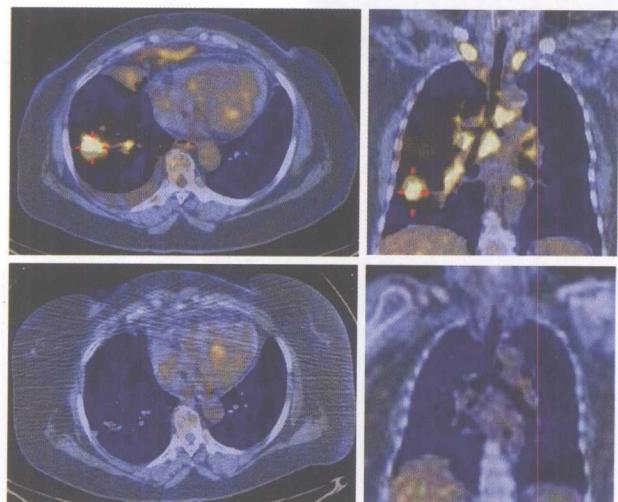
女性, 74岁, 右肺下叶腺癌。 ^{18}F -FDG PET/CT示右肺下叶癌并肺门、纵隔、锁骨上淋巴结转移, 右肺中叶炎症, 右胸腔少量积液(上图); 经生物靶向治疗半年后, 原病灶明显缩小或消失且未见异常代谢增高, 治疗有效(下图)
